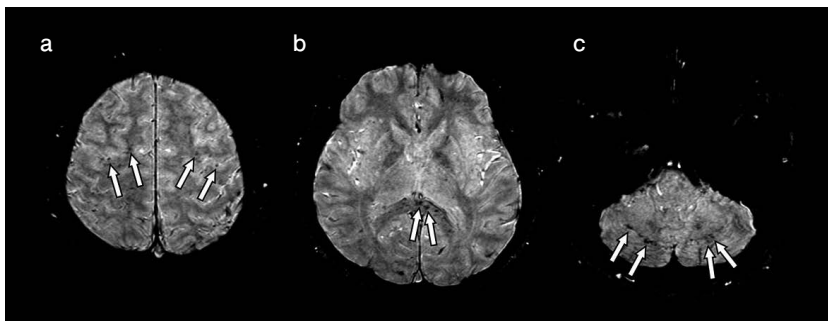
頭部MRI(術後3週間目)磁化率強調画像(SWI)
